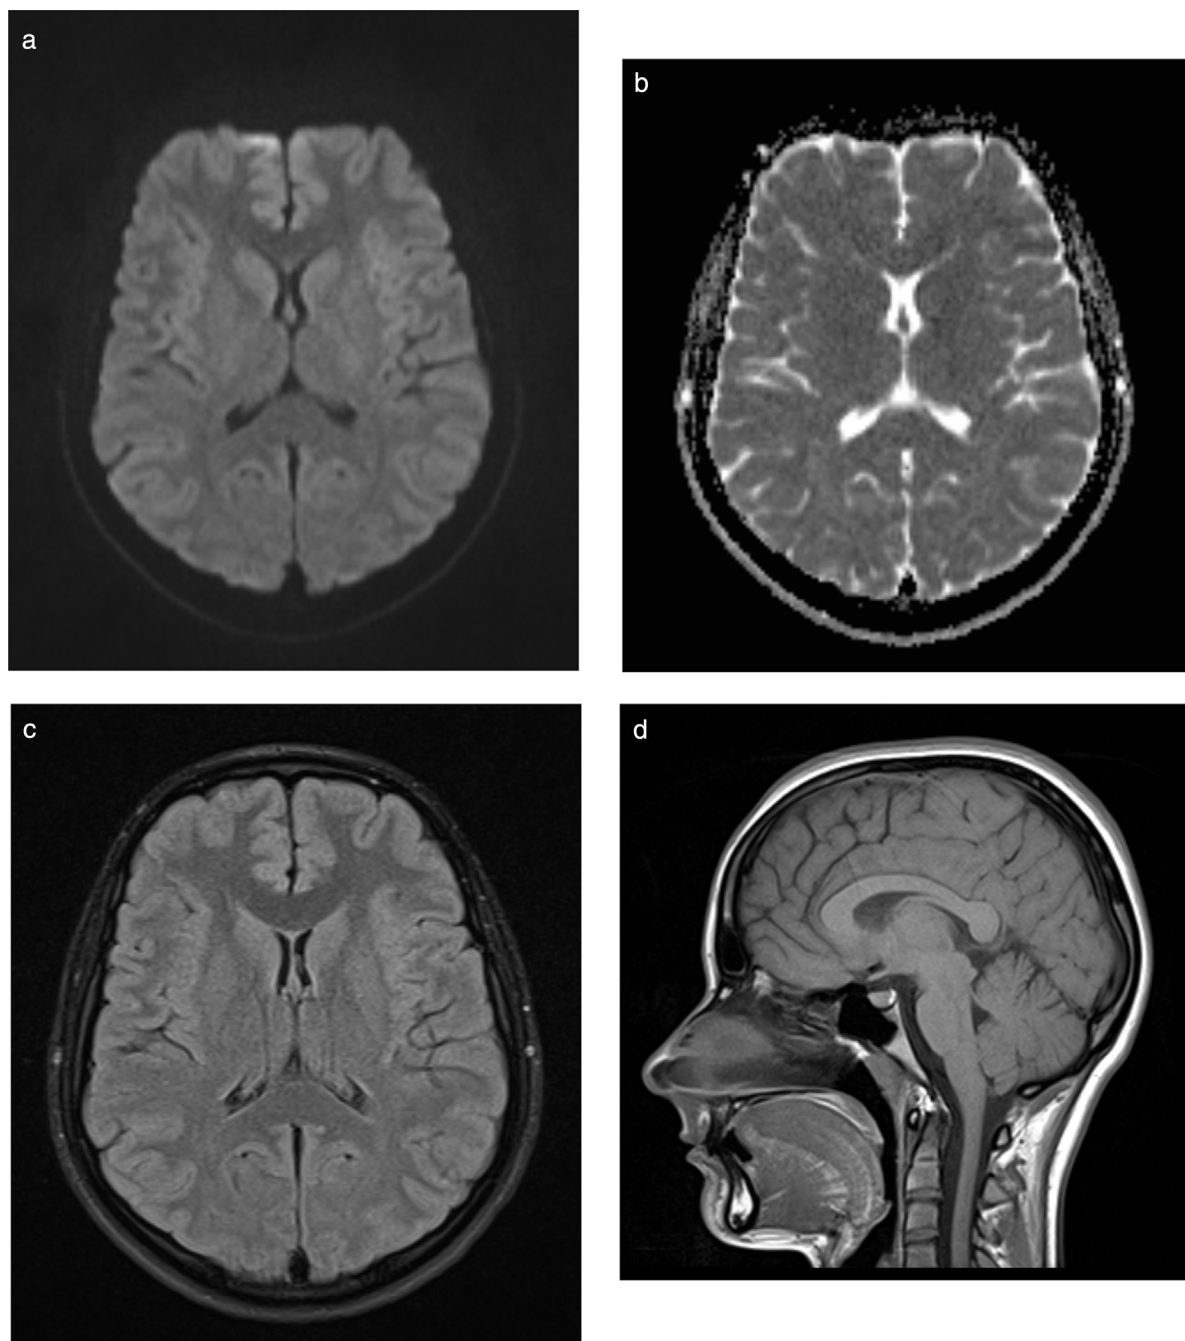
Resolución de la lesión en la RM, sin secuelas. a) axial: estudio de difusión B1000; b) axial: estudio de difusión, mapa ADC; c) axial: T2 FLAIR; d) sagital: T2.
